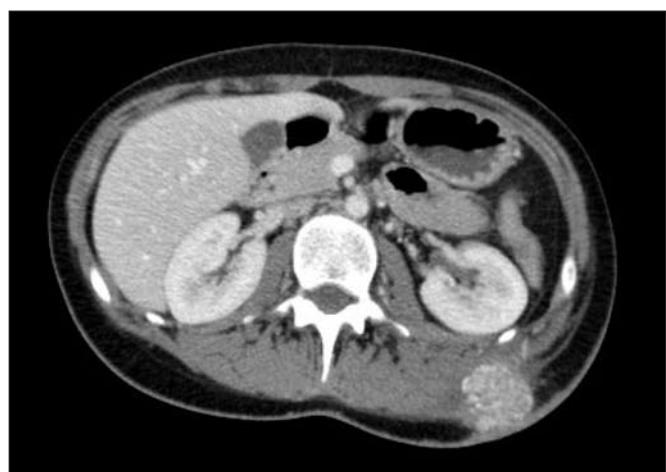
Tomografía axial de la paciente. Se evidencia la tumoración con márgenes calcificados comprometiendo piel y zona superficial de los músculos de la región lumbar izquierda.
